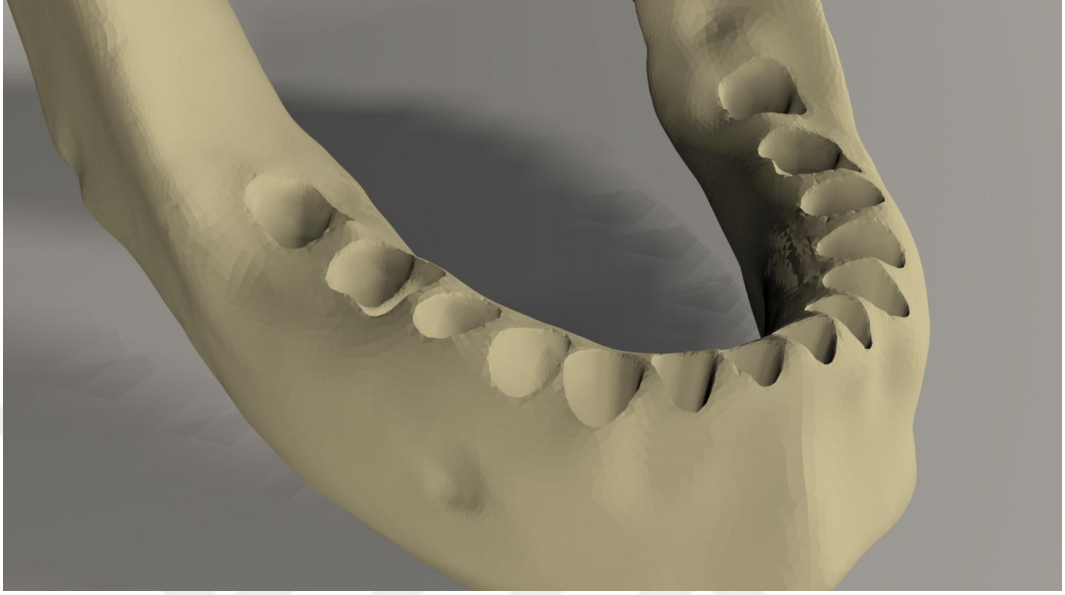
Tomografisi çekilen mandibulaya ait bir kesitin görüntüsü
